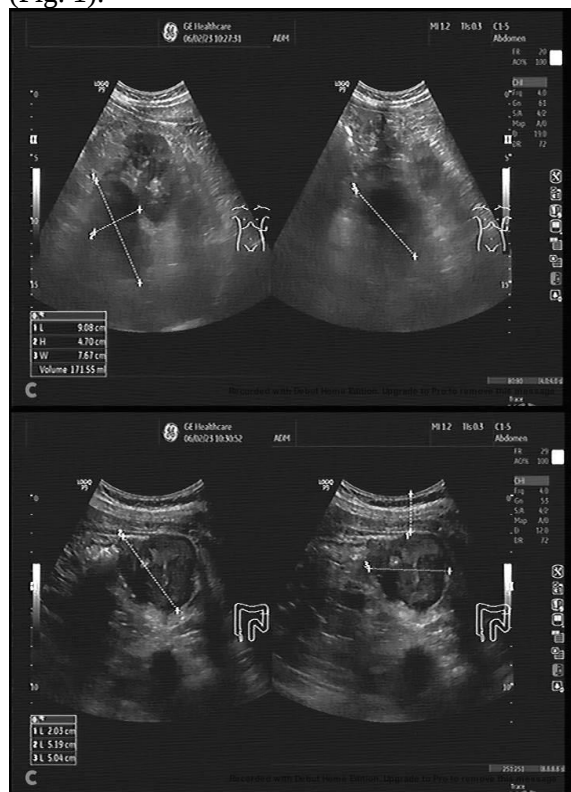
Ecografia abdominală: suprarenala stângă conține o tumoră hipoecogenă, neomogenă de 82/66/70 mm (200 ml) și în hipocondrul stâng în peretele colic o formațiune solidă în cocardă de 48/27/38 mm.
